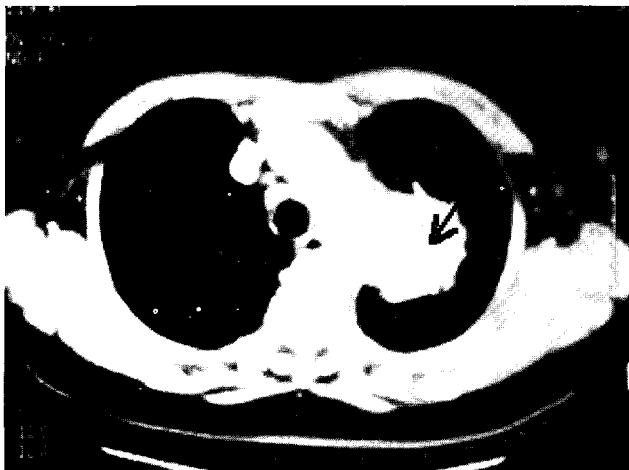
Preoperative CT finding 1. Pseudoaneurysm(arrow) of aorta (isthmic part)
